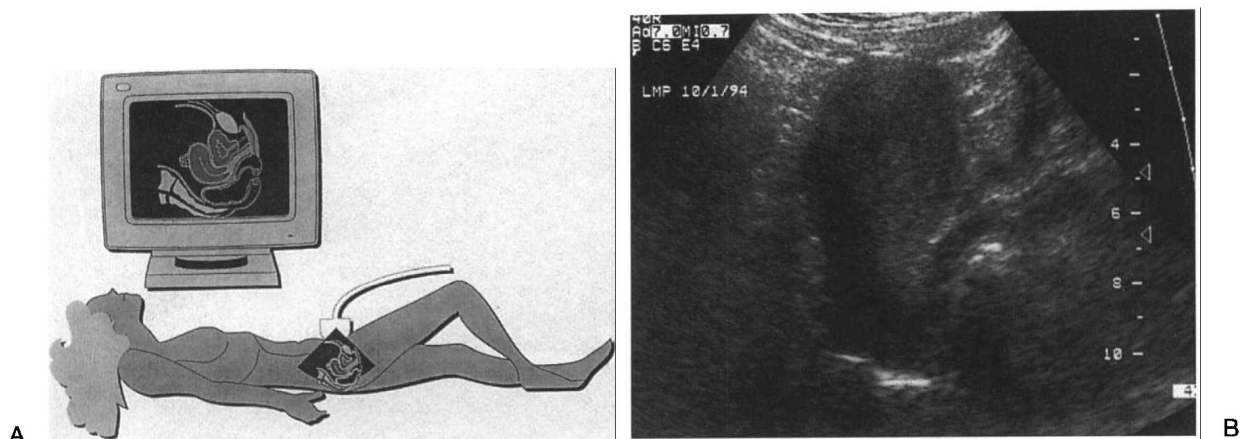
经腹盆腔超声检查。(A) 纵向扫查模式图及监视屏上图像定位。(B) 自中线纵向扫查，未充盈膀胱时典型的前屈子宫声像图。((A) 经 P. Jeanty 医学博士同意)
